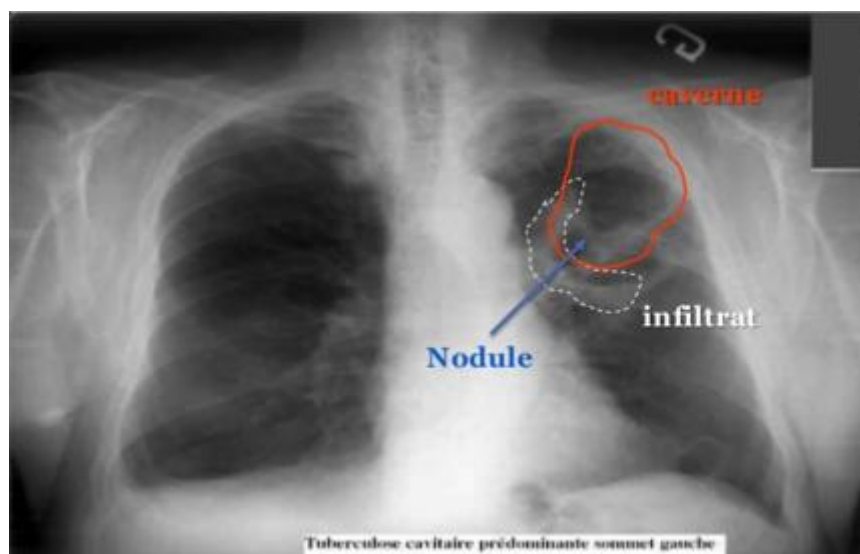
Radiographie d'un tuberculeux pulmonaire (Ratvonirina, 2017).
